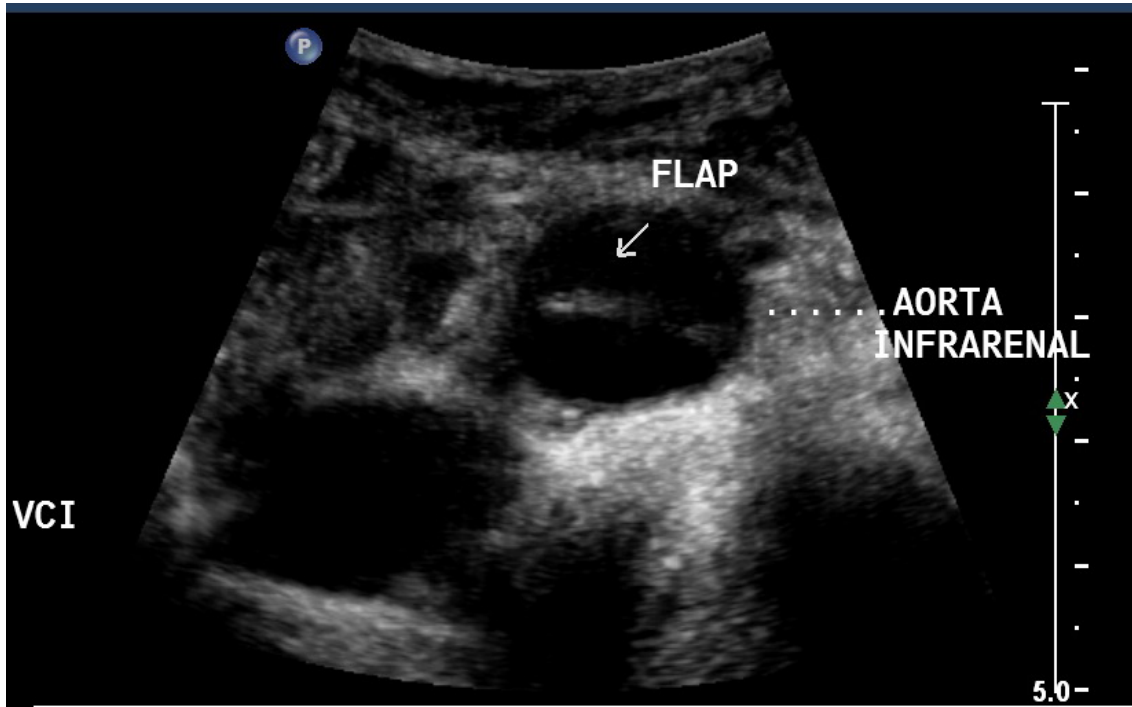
Ultrassonografia convencional (modo-B) da porção distal da aorta (eixo axial)
